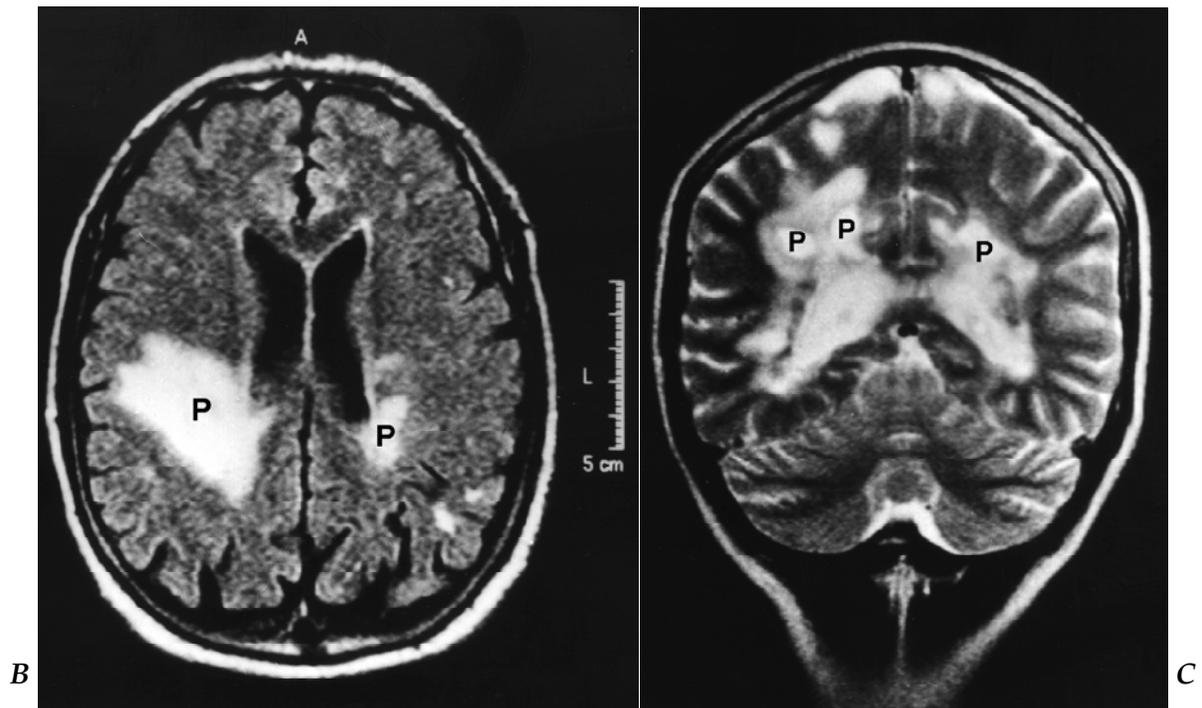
Resonancia Magnética en EM. *A:* proyección sagital; *B:* proyección axial, y *C:* proyección coronal. Estas imágenes, de un mismo paciente, ilustran tanto el importante tamaño que pueden alcanzar algunas lesiones, como la utilidad de la IRM en la representación tridimensional de las lesiones. (Tomadas del capítulo 23 de este volumen, Imágenes por Resonancia Magnética, de E. Terra y col.)
